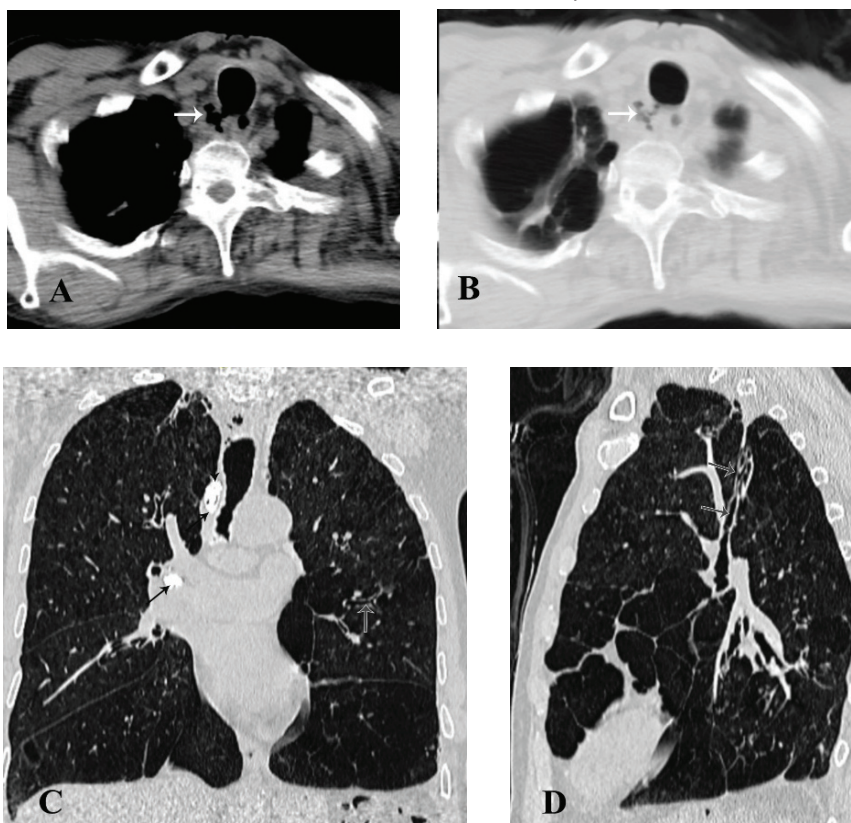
Diverticule traheale (săgețile albe) identificate la un pacient de 71 de ani cu BPOC și infecții pulmonare recurente. Imaginile TC secțiune axială în fereastra mediastinală (A) și parenchimotoasă (B) demonstrează prezența chisturilor aeriice paratraheale multiple (unele cu lumen comunicant cu traheea) la nivelul joncțiunii cervicotoracice pe peretele posterolateral drept al traheii. Remarcăm prezența bulelor emfizematoase și a opacităților grosiere în bandă cu îngroșarea pleurei apical bilateral (B). Lumenul traheii comprimat de arcul aortic și ganglionul limfatic paratraheal calcificat (sechelă a infecției tuberculoase tratate la vârsta de 35 de ani, C – săgețile negre). Imaginile în secțiune coronară (C) și sagitală (D) prezintă semne de emfizem, îngroșări pleurale cu festoane ce se întind spre parenchimul pulmonar și bronșiectazii cilindrice (săgețile gri).
